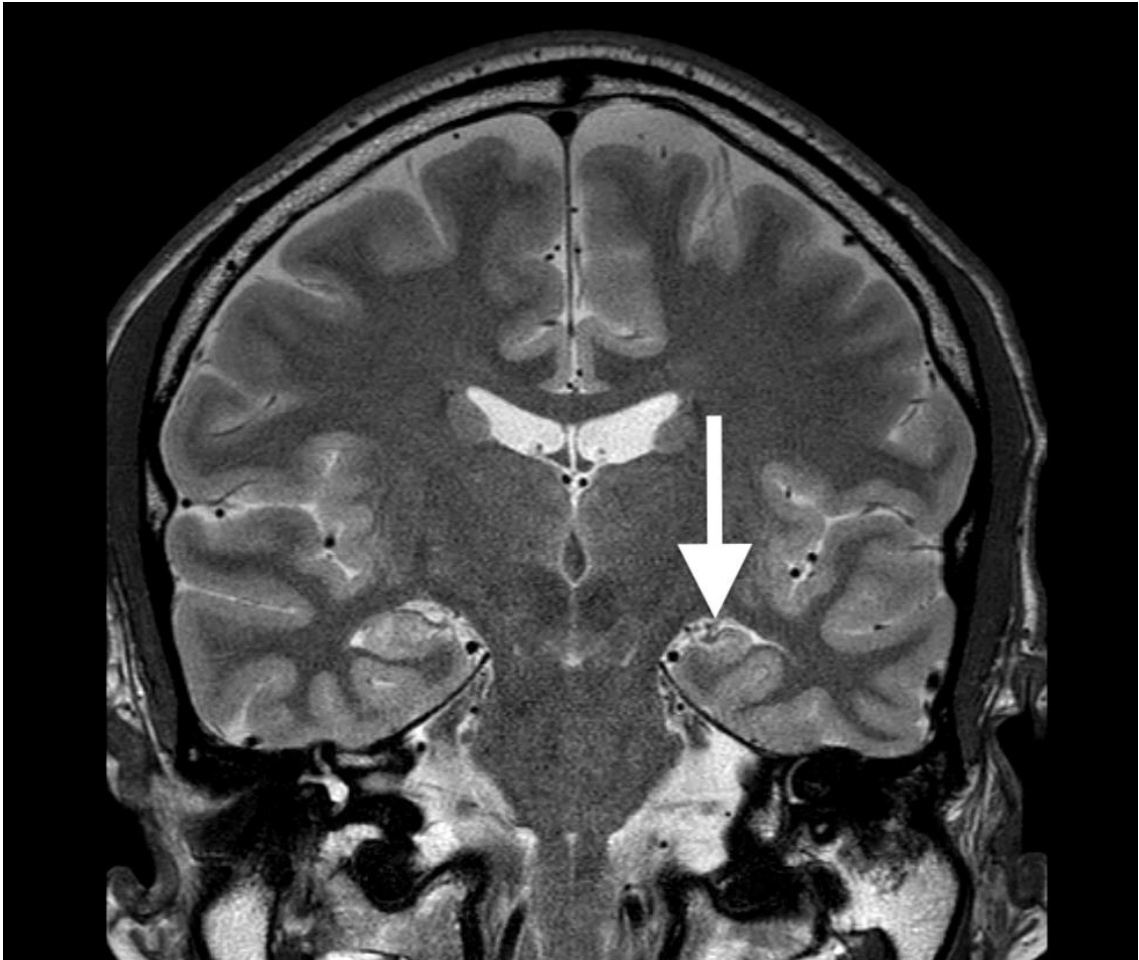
T2-gewichtete MRT des Neurokraniums in coronarer Schichtführung: 43-jährige Patientin mit bekannter, chronischer Epilepsie. Wesentlicher Befund ist die Hippocampussklerose links. (Neuroradiologie Universitätsmedizin Leipzig, mit freundlicher Genehmigung von Prof. K.-T. Hoffmann)
